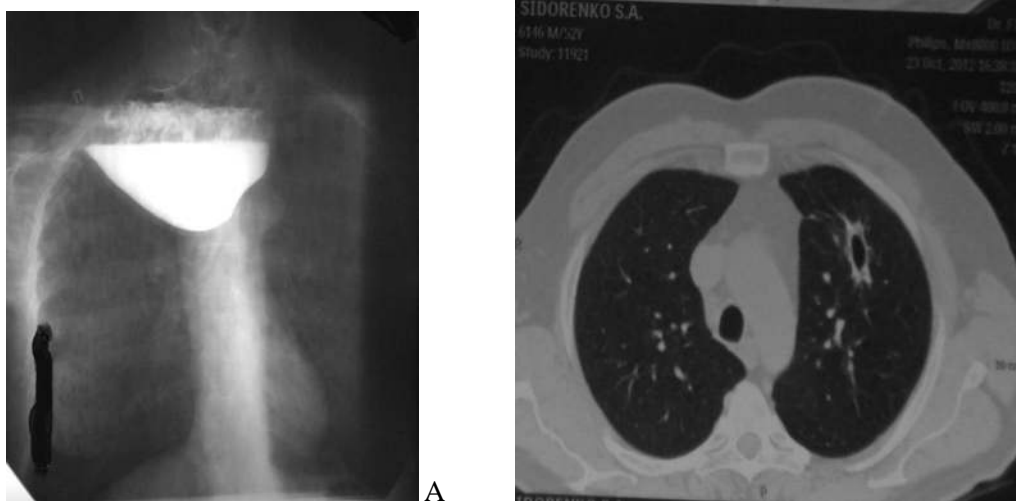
а- рентгенография с взвесью сульфата бария: гигантский Ценкеровский дивертикул с пролабированием в плевральную полость. б – КТ ОГП - абсцесс верхней доли левого легкого (осложнение Ценкеровского дивертикула).
